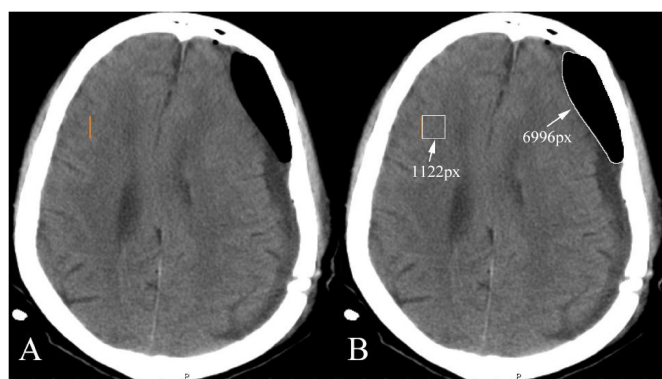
Immagini TC mostrano pneumoencefalo post-operatorio in paziente trattato per ematoma sottodurale cronico
